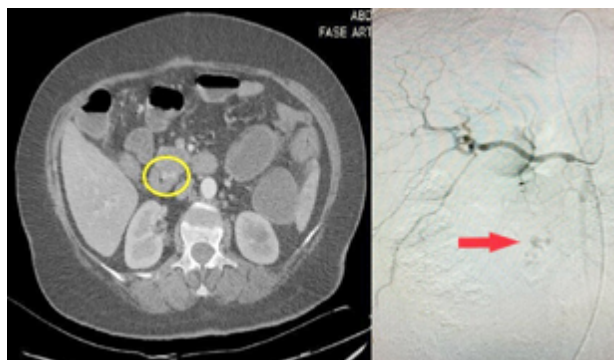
Angiotomografía contrastada, círculo amarillo mostrando sitio preciso de sangrado durante la adquisición en fase arterial de contraste vascular. Angiografía abdominal contrastada, se muestra el sitio de fuga del contraste (flecha roja).
